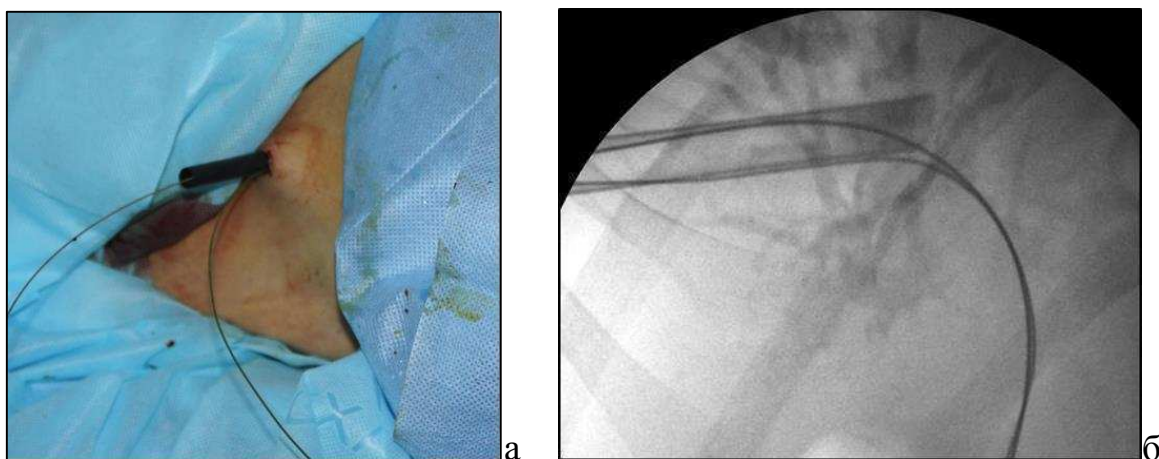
Установка пластикового кожуха для проведения холангиоскопии: а – общий вид операционного поля, б – рентгенограмма. Один из проводников располагается в просвете кожуха, второй вне его – страховочный дренаж.
